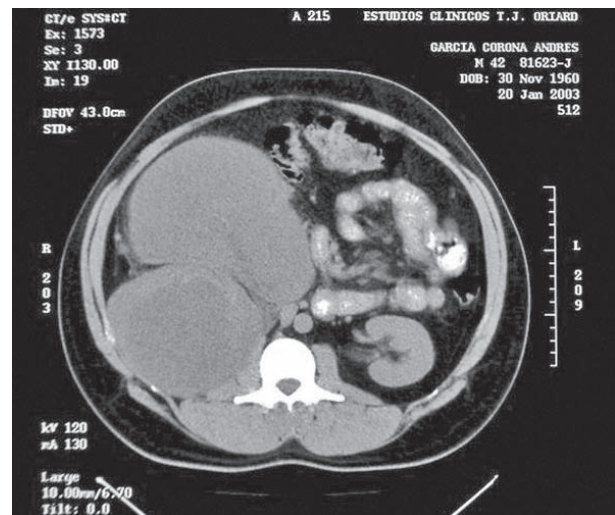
Tomografía axial computarizada con contraste oral.
